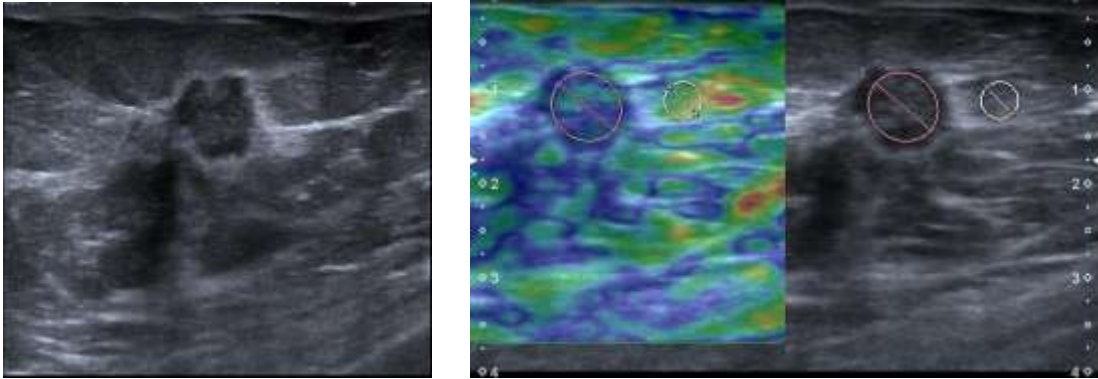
43 yaşında kadın hasta. (a) BI-RADS kategori 3 lezyon. (b) US elastografide Tsukuba skoru 3, strain ratio değeri 2,3. Histopatolojik tanı: Fibroadenom
